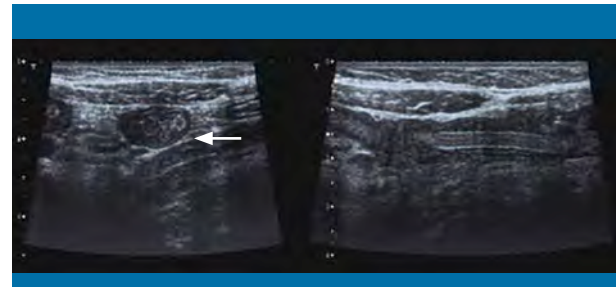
Caso 2. Imágenes de ecografía abdominal en las que se muestra una parasitosis intestinal en los cortes transversales de las asas intestinales (fecha blanca)
